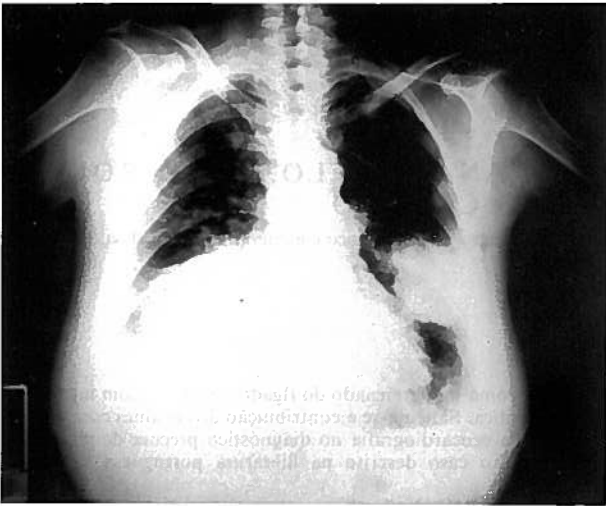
Teleradiografia do Tórax PA.
